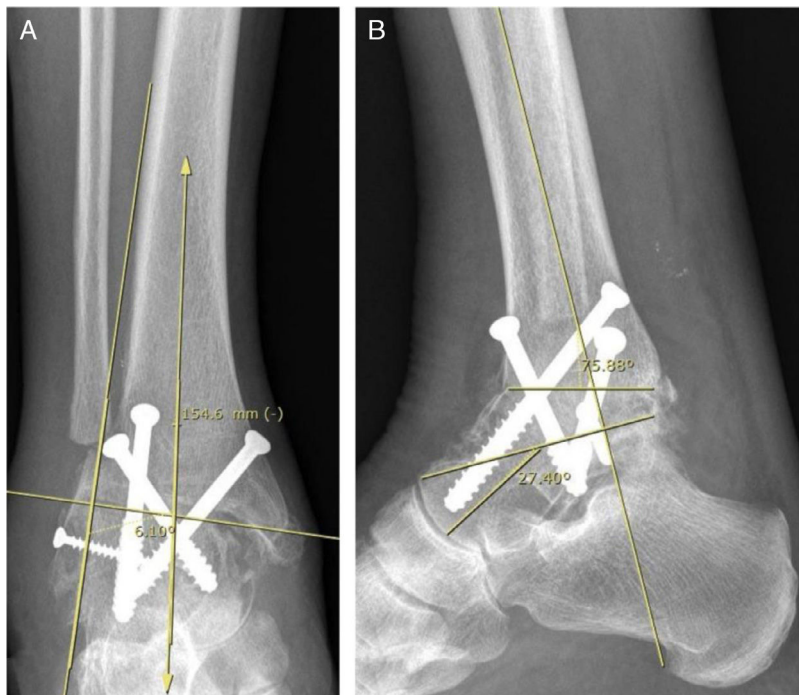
Paciente del grupo 2: artrodesis de tobillo (AT). A) Radiografía de tobillo derecho, con carga, de frente. B) De perfil.
